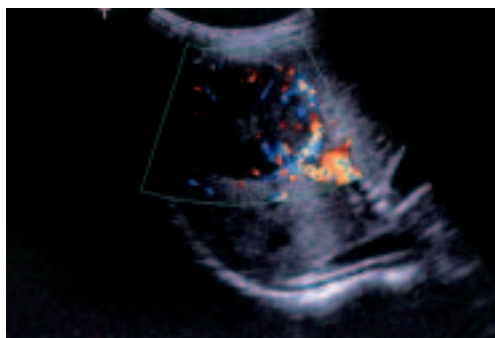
腹部US カラー Doppler 像
